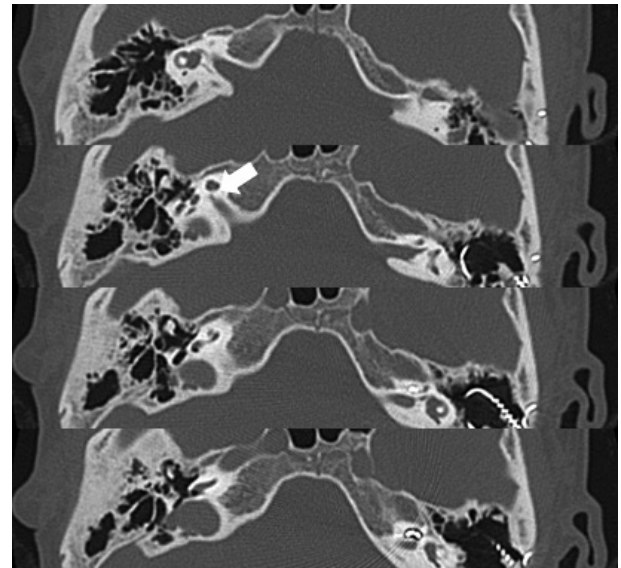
Axial scans of temporal bone CT. Bony atresia of external auditory canal, well pneumatized mastoid, and hypoplastic cochlea and slit-like narrow bony cochlear nerve canal (arrow) are observed at right ear.
